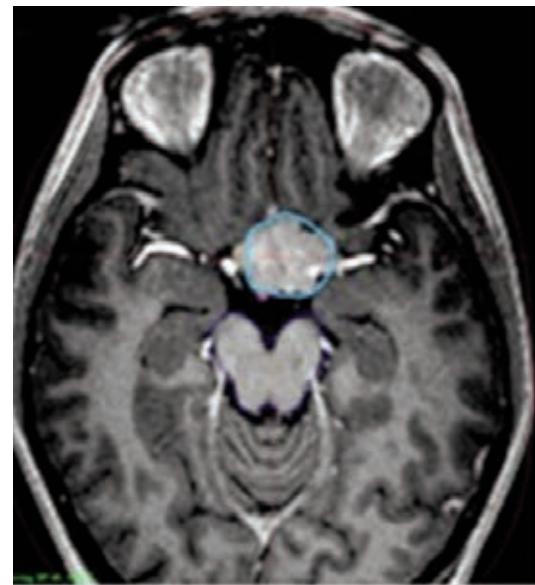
МРТ головного мозга в аксиальной проекции с контрастным усиливанием в режиме T1-ВИ до проведения СРХ, июль 2016 г. Стебельная краниофарингиома — голубой цвет; ствол головного мозга — синий левый зрительный нерв и задний полуконтур хиазмы не дифференцируются; правый зрительный нерв прослеживается по правому контуру образования
